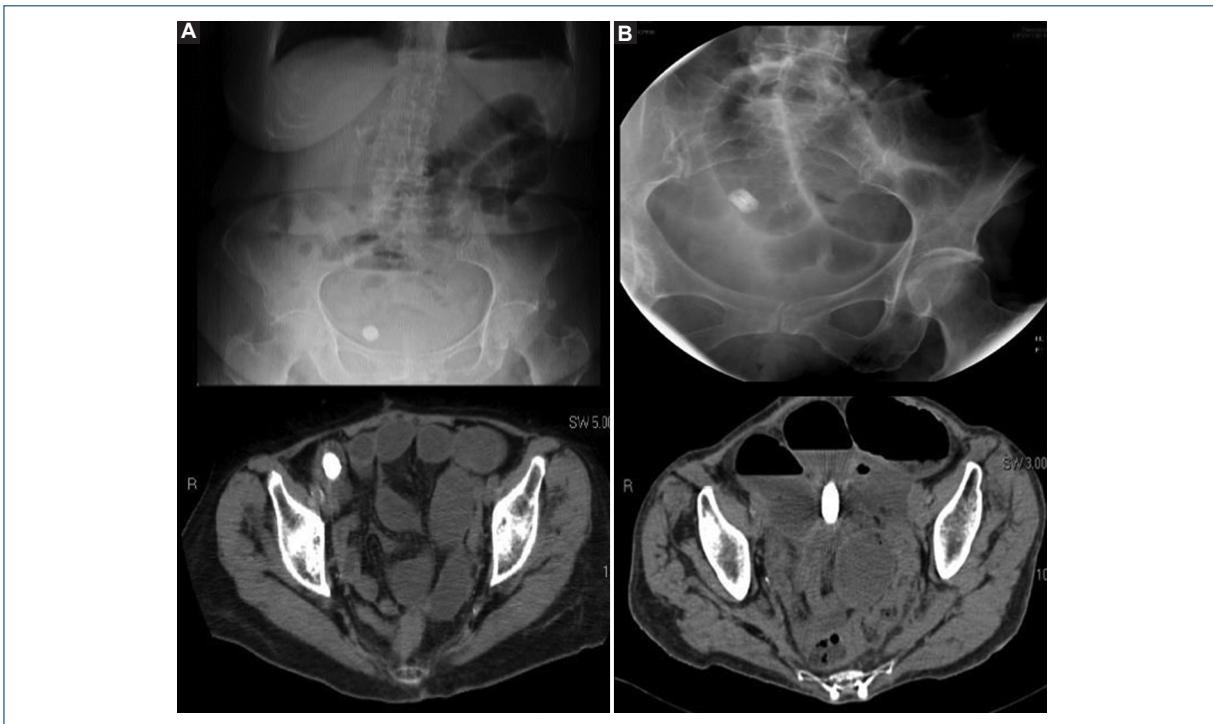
Estudios de imagen que demuestran la localización de la cápsula de patencia. A: Radiografía y tomografía computarizada de abdomen con presencia de cápsula retenida en íleon, sin datos de oclusión. B: Radiografía y tomografía.
